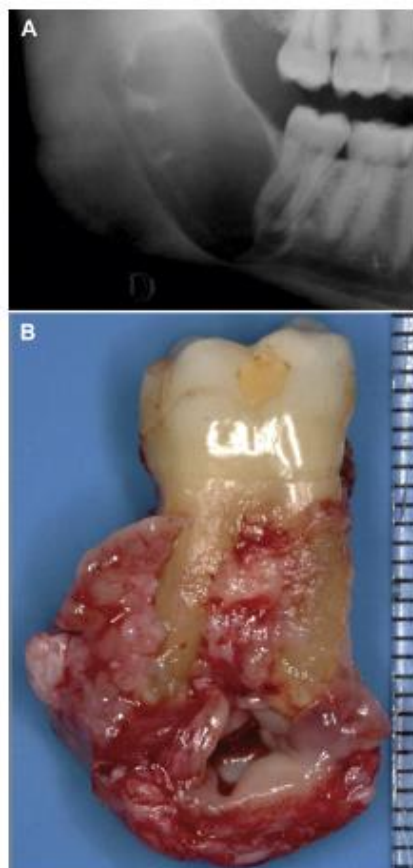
Examples of insinuation of odontogenic keratocyst between the tooth's roots. A, Radiographic image. B, Clinical image.
